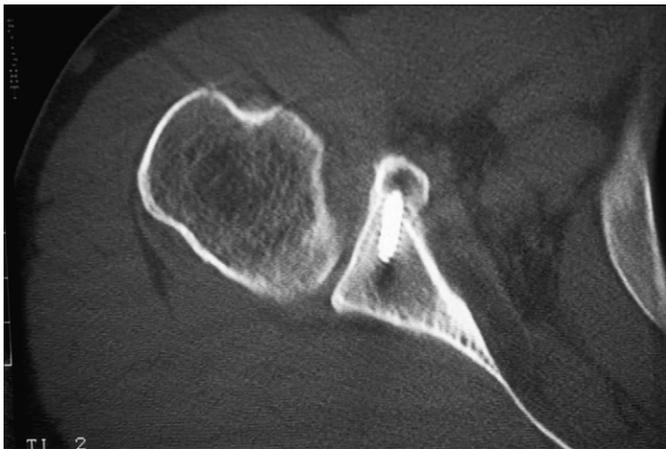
TDM de contrôle vérifiant que la butée ne déborde aucunement du plan de la glène.
